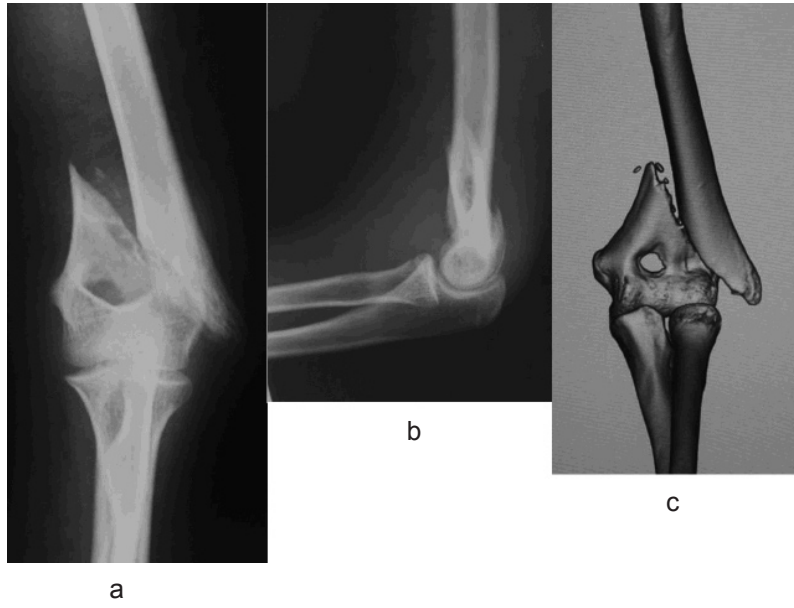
術前単純X線像 a. 正面 b. 側面 c. 3DCT像
